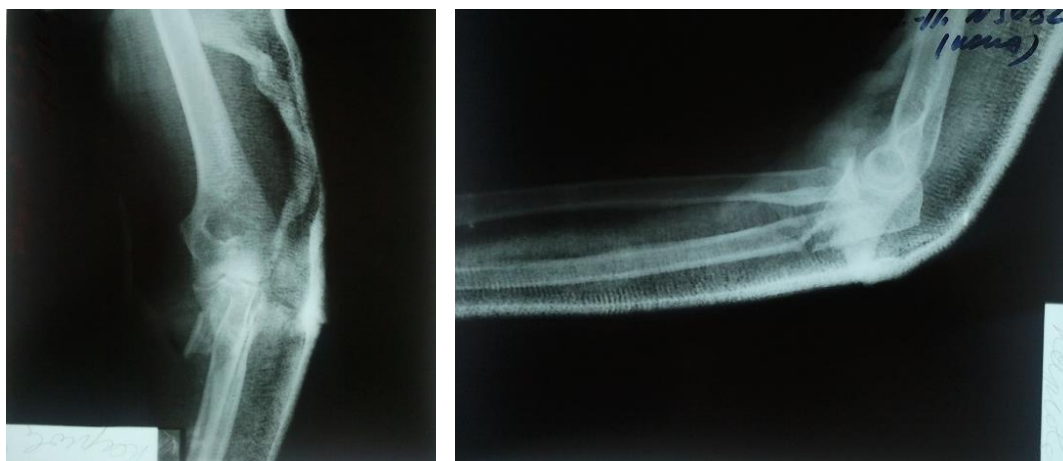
Рентгенограммы больной К. после получения травмы в 2011 г.
